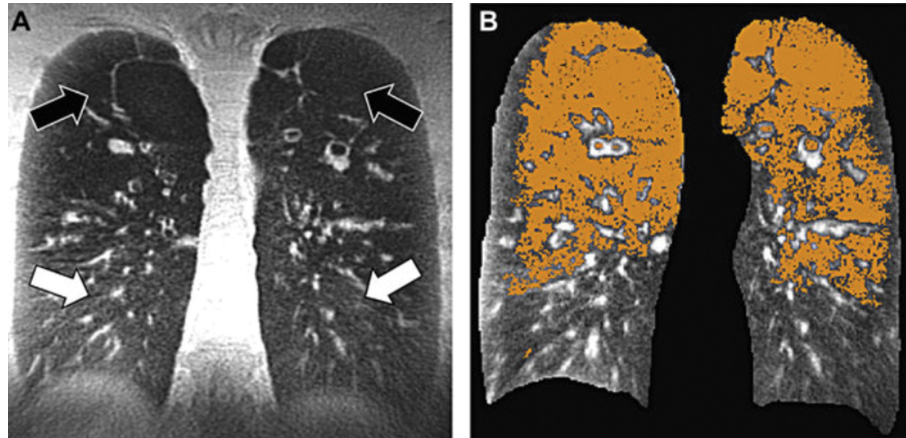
(Color online) 3D-UTE MRI using a coronal reformation in a 32-year-old man with CF. A, Solid arrows show areas of advanced emphysema, and open arrows show normal lung parenchyma areas. B, The volume of hyposignal intensities can be automatically quantified by a curve-fitting method.
